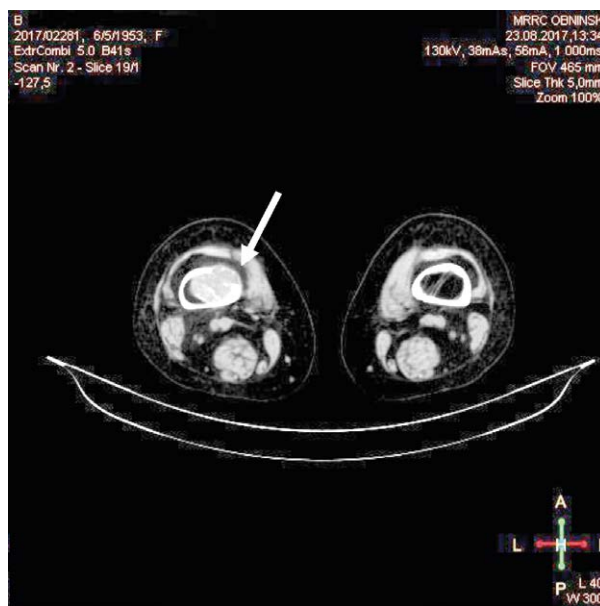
Спиральная компьютерная томография бедренных костей. Костный режим.
